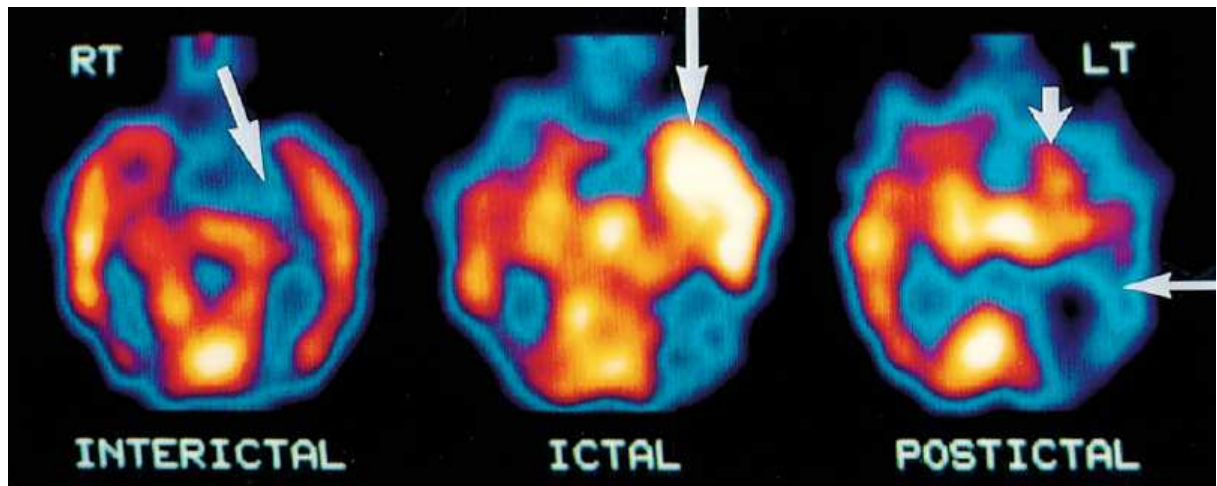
Tomographie par émission monophotonique réalisée chez un patient souffrant d'épilepsie temporale gauche en périodes intercritique, critique et post-critique. Figure extraite de (Newton et al., 1992).
